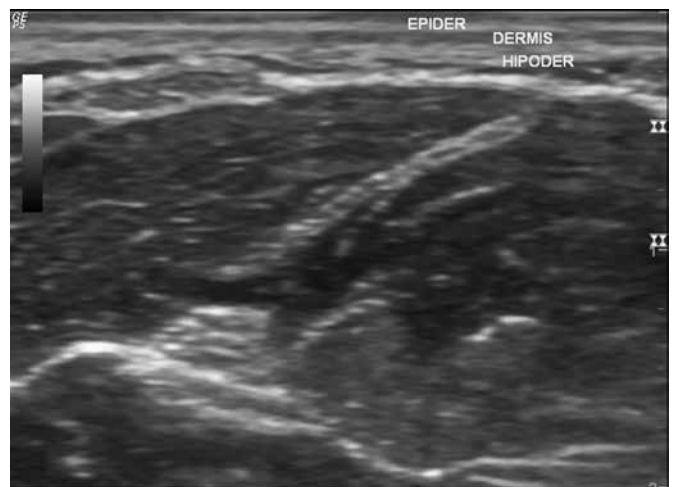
Ecografía que muestra las capas normales de la piel.
